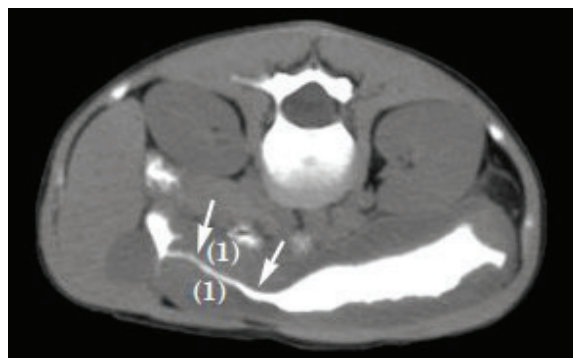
Tomografía con contraste que muestra engrosamiento de paredes del antro gástrico señaladas con el número (1) que provocan estenosis antral severa, señalada entre las flechas que solo permite el paso del contraste en forma filiforme.
